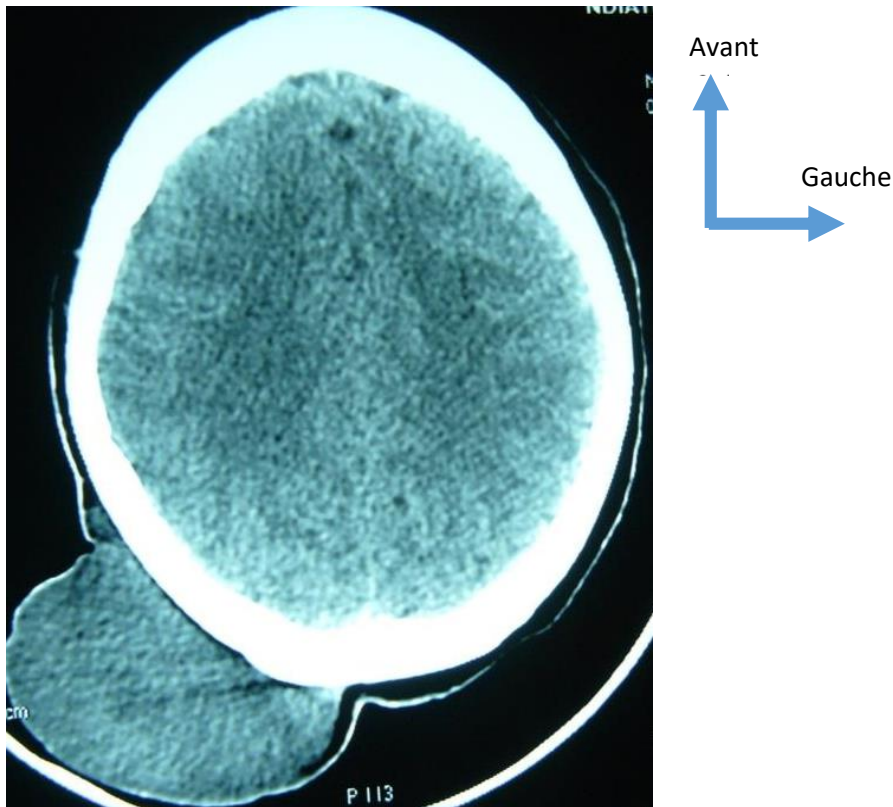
Aspect TDM de la tumeur
